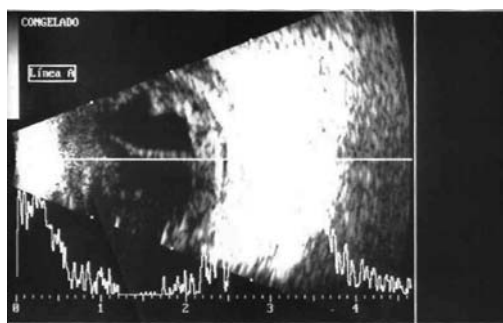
(Caso clínico 1): Ecografía ojo derecho. Hiperecogenicidad vítrea intensa.
